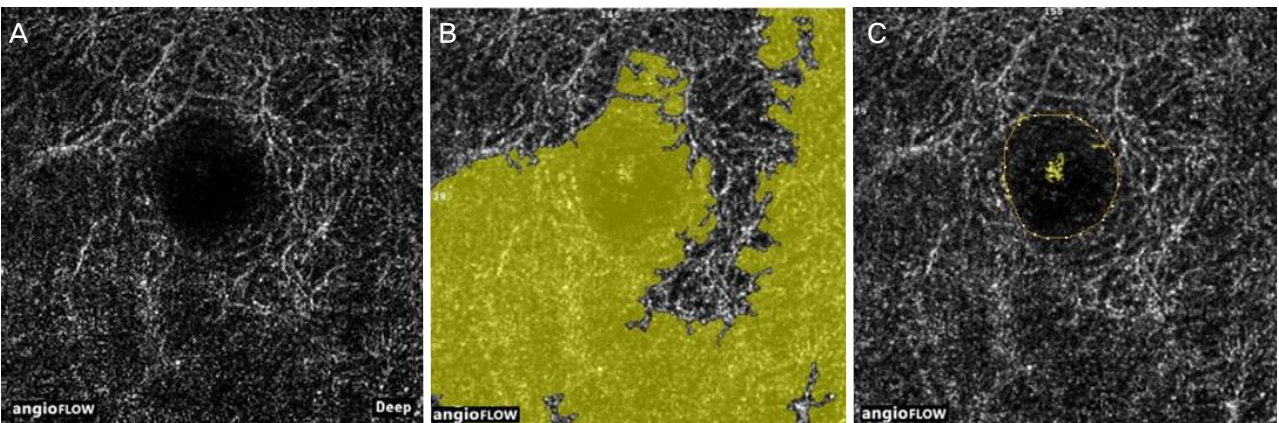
Manual adjustment of the foveal avascular zone (FAZ) boundary. (A) optical coherence tomography angiogram of the macula in the deep capillary plexus. (B) FAZ boundary misidentification by automated program. (C) Manually corrected boundary of FAZ using built-in software.
